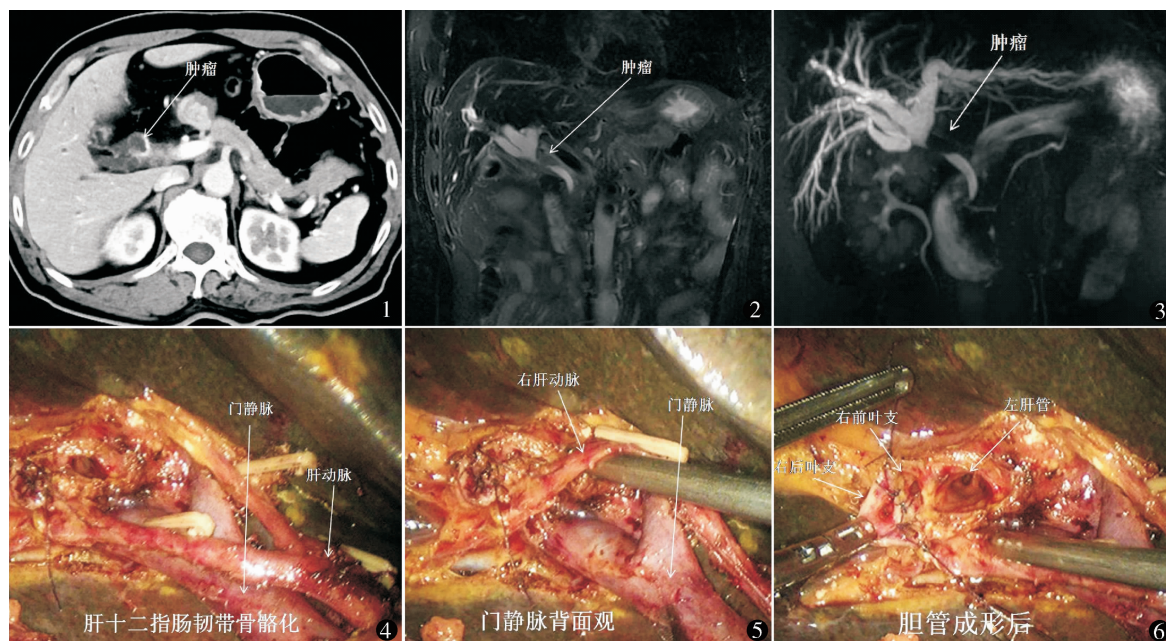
~ 3 术前 CT、MRI 示上段胆管壁节段性增厚,以上胆道梗阻、扩张 图 4 肝十二指肠韧带骨骼化 图 5 门静脉背面观 图 6 胆管成形后
